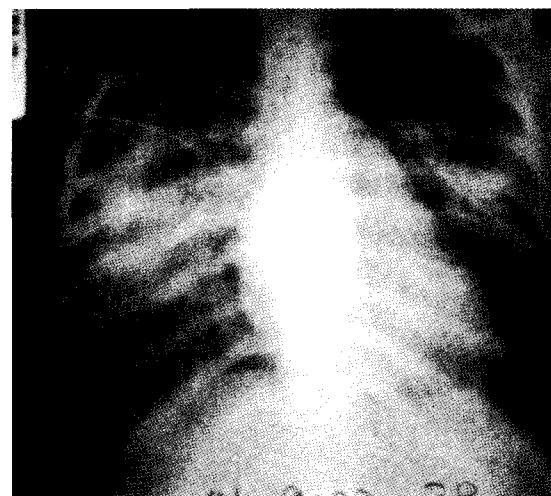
Postoperative 17th day s chest X-ray shows aggravated pulmonary edema and pneumonia
